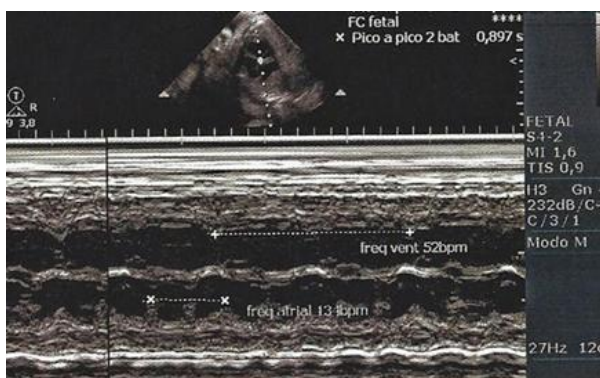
Ecocardiografia fetal evidenciando dissociação atrioventricular e frequência ventricular de 52 bpm.
